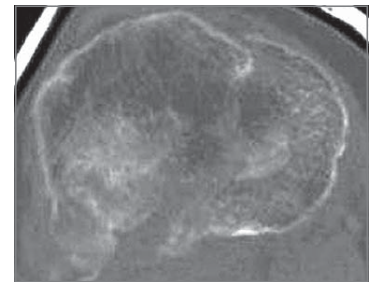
Präoperative CT-Analyse
